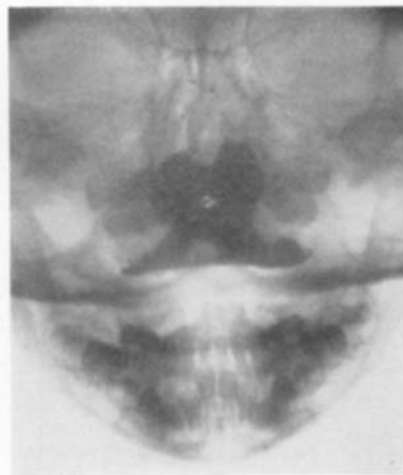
Meat-Obturator in situ, Röntgenaufnahme von hinten nach vorn.
